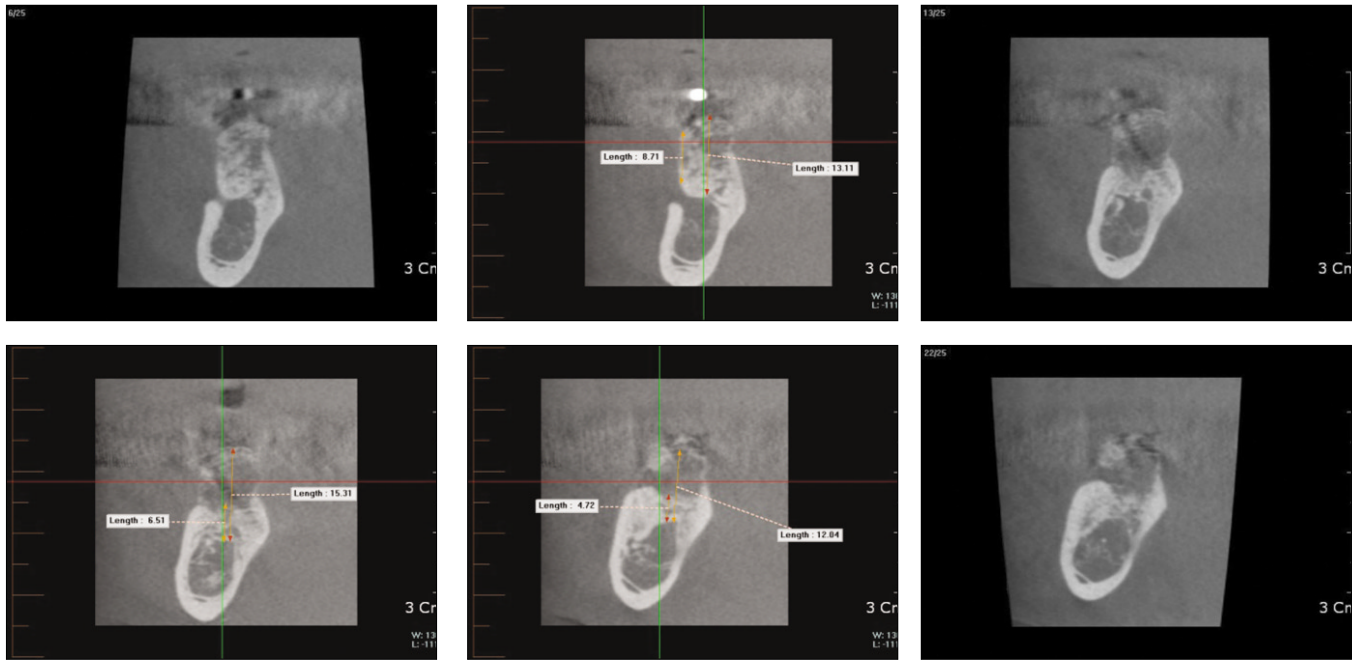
Postoperative cone-beam computerized tomography (CBCT) scan after 4 months of healing of the graft showing augmented alveolar ridge on right posterior mandible.
